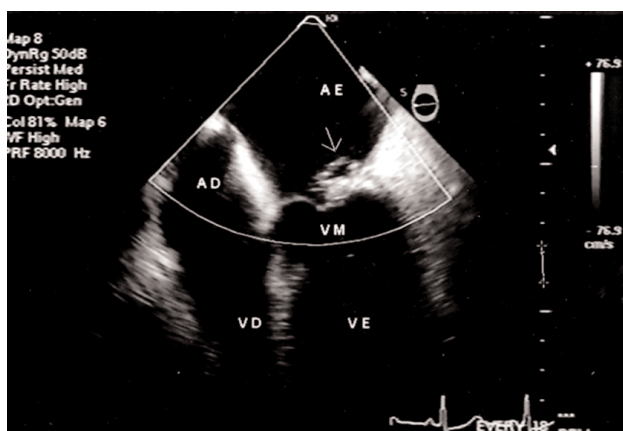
Imagem de abscesso valvar aderido à face atrial de cúspide anterior da valva mitral, evidenciado em ecocardiograma transesofágico multiplanar. AE – átrio esquerdo; VE – ventrículo esquerdo; AD – átrio direito; VD – ventrículo direito; VM – valva mitral.
